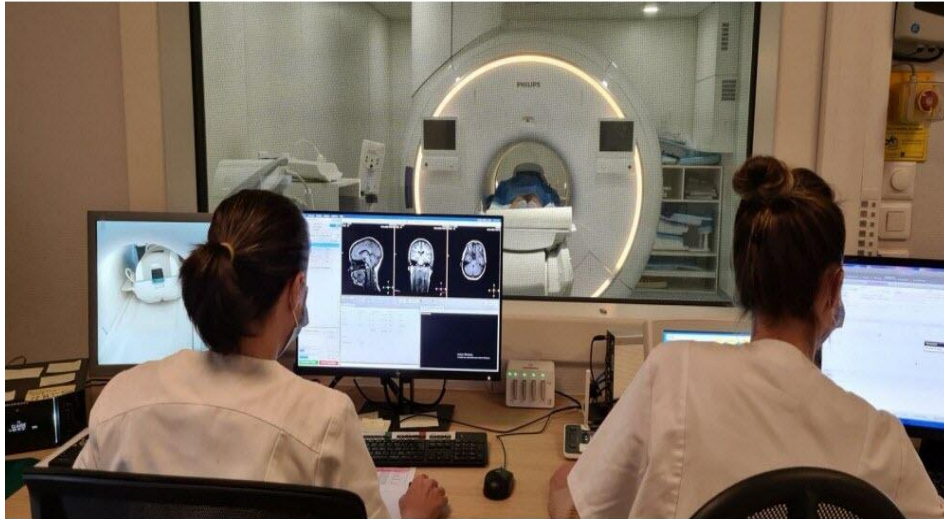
Ordinateur de contrôle de salle IRM [23]
